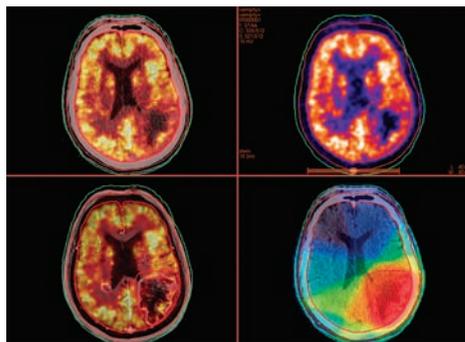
Fusion TEP-TDM-IRM-RT (Structures et doses)
